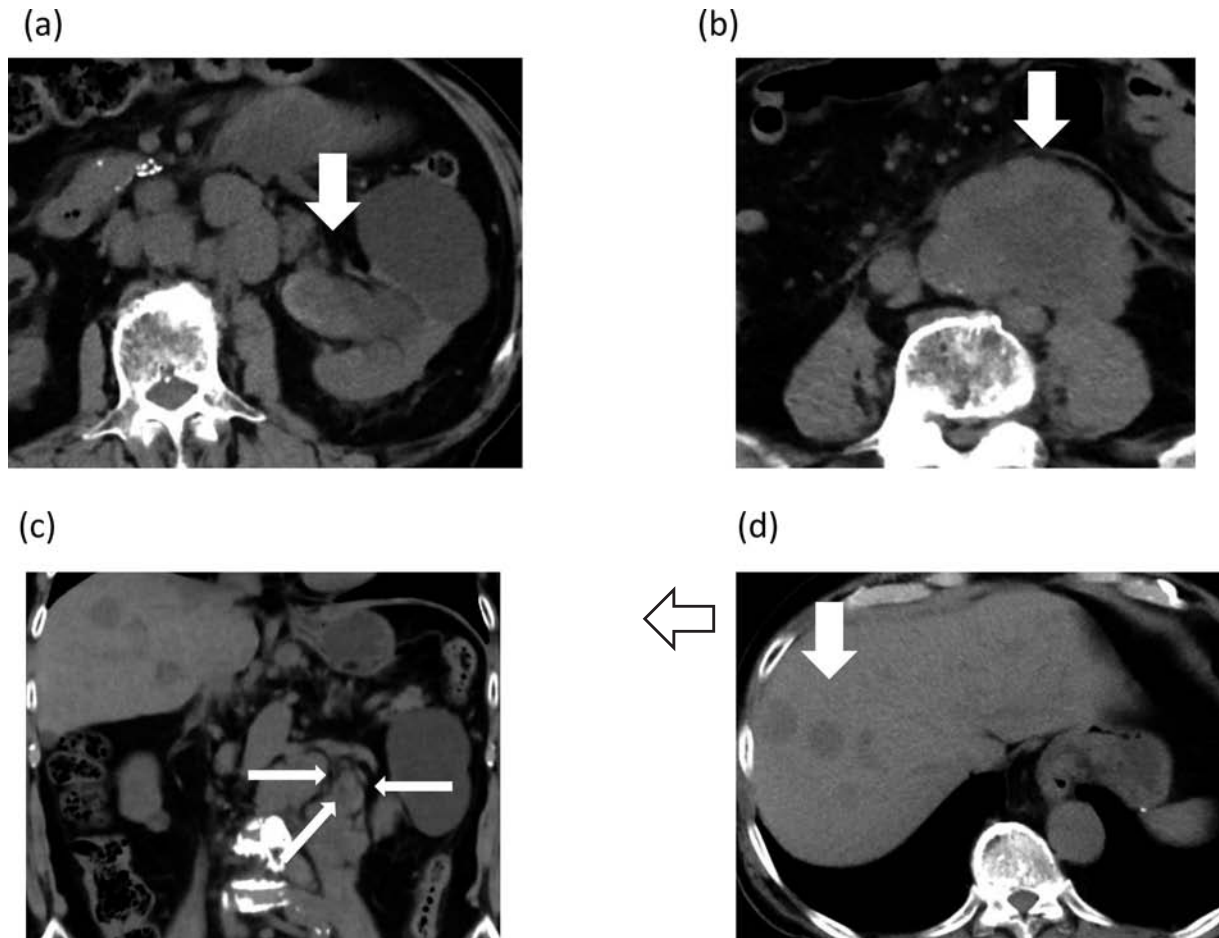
CT showing (a) soft tissue within the left renal pelvis and hydronephrosis, (b) a mass to the left of the aorta, (c) a coronal view, (d) liver metastasis.
